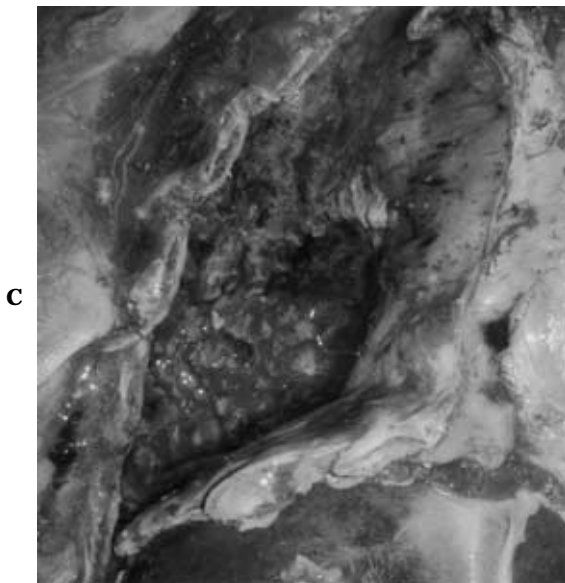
Chest radiograph (A: Dec. 19, 2002) and chest CT (B: Dec. 26, 2002) on second admission showing right pneumothorax, atelectasis, massive pleural effusion and multiple metastatic nodules in the left lung. C. Autopsy finding. Macroscopic photograph of the right intrathoracic cavity.
